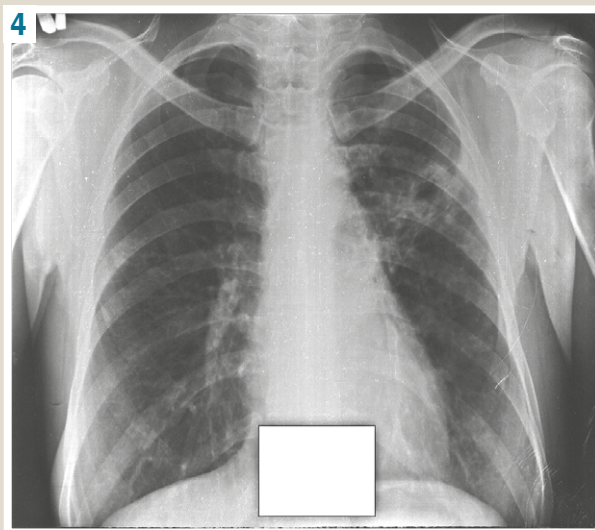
Chest X-ray from 01.02.2021: in the upper lobe of the left lung, a partial resorption of the infiltration is noted, a tuberculoma up to 5.0 cm in diameter with a destruction up to 2.0 cm in diameter is formed. The path to the hilum gets narrower. There are perifocal fibrosis and polymorphic foci. The hila of both lungs are fibrosly changed, deformed. In S₂ of the right lung, local fibrosis, isolated condensed foci are determined. The diaphragm domes are even, clear. The sinuses are free.
